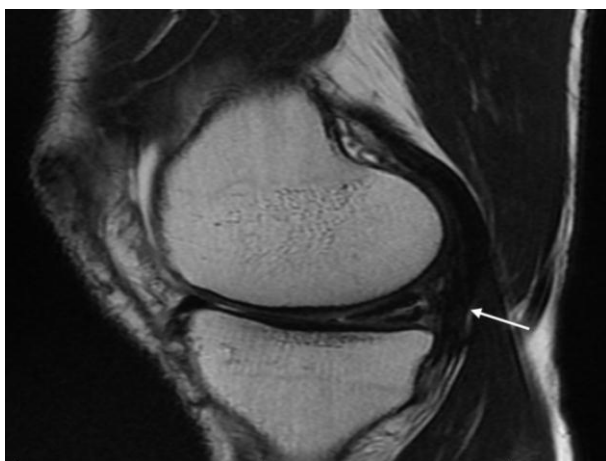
МРТ коленного сустава. Больной С., 32 лет. Сагиттальная проекция. Разрыв заднего рога мениска.
